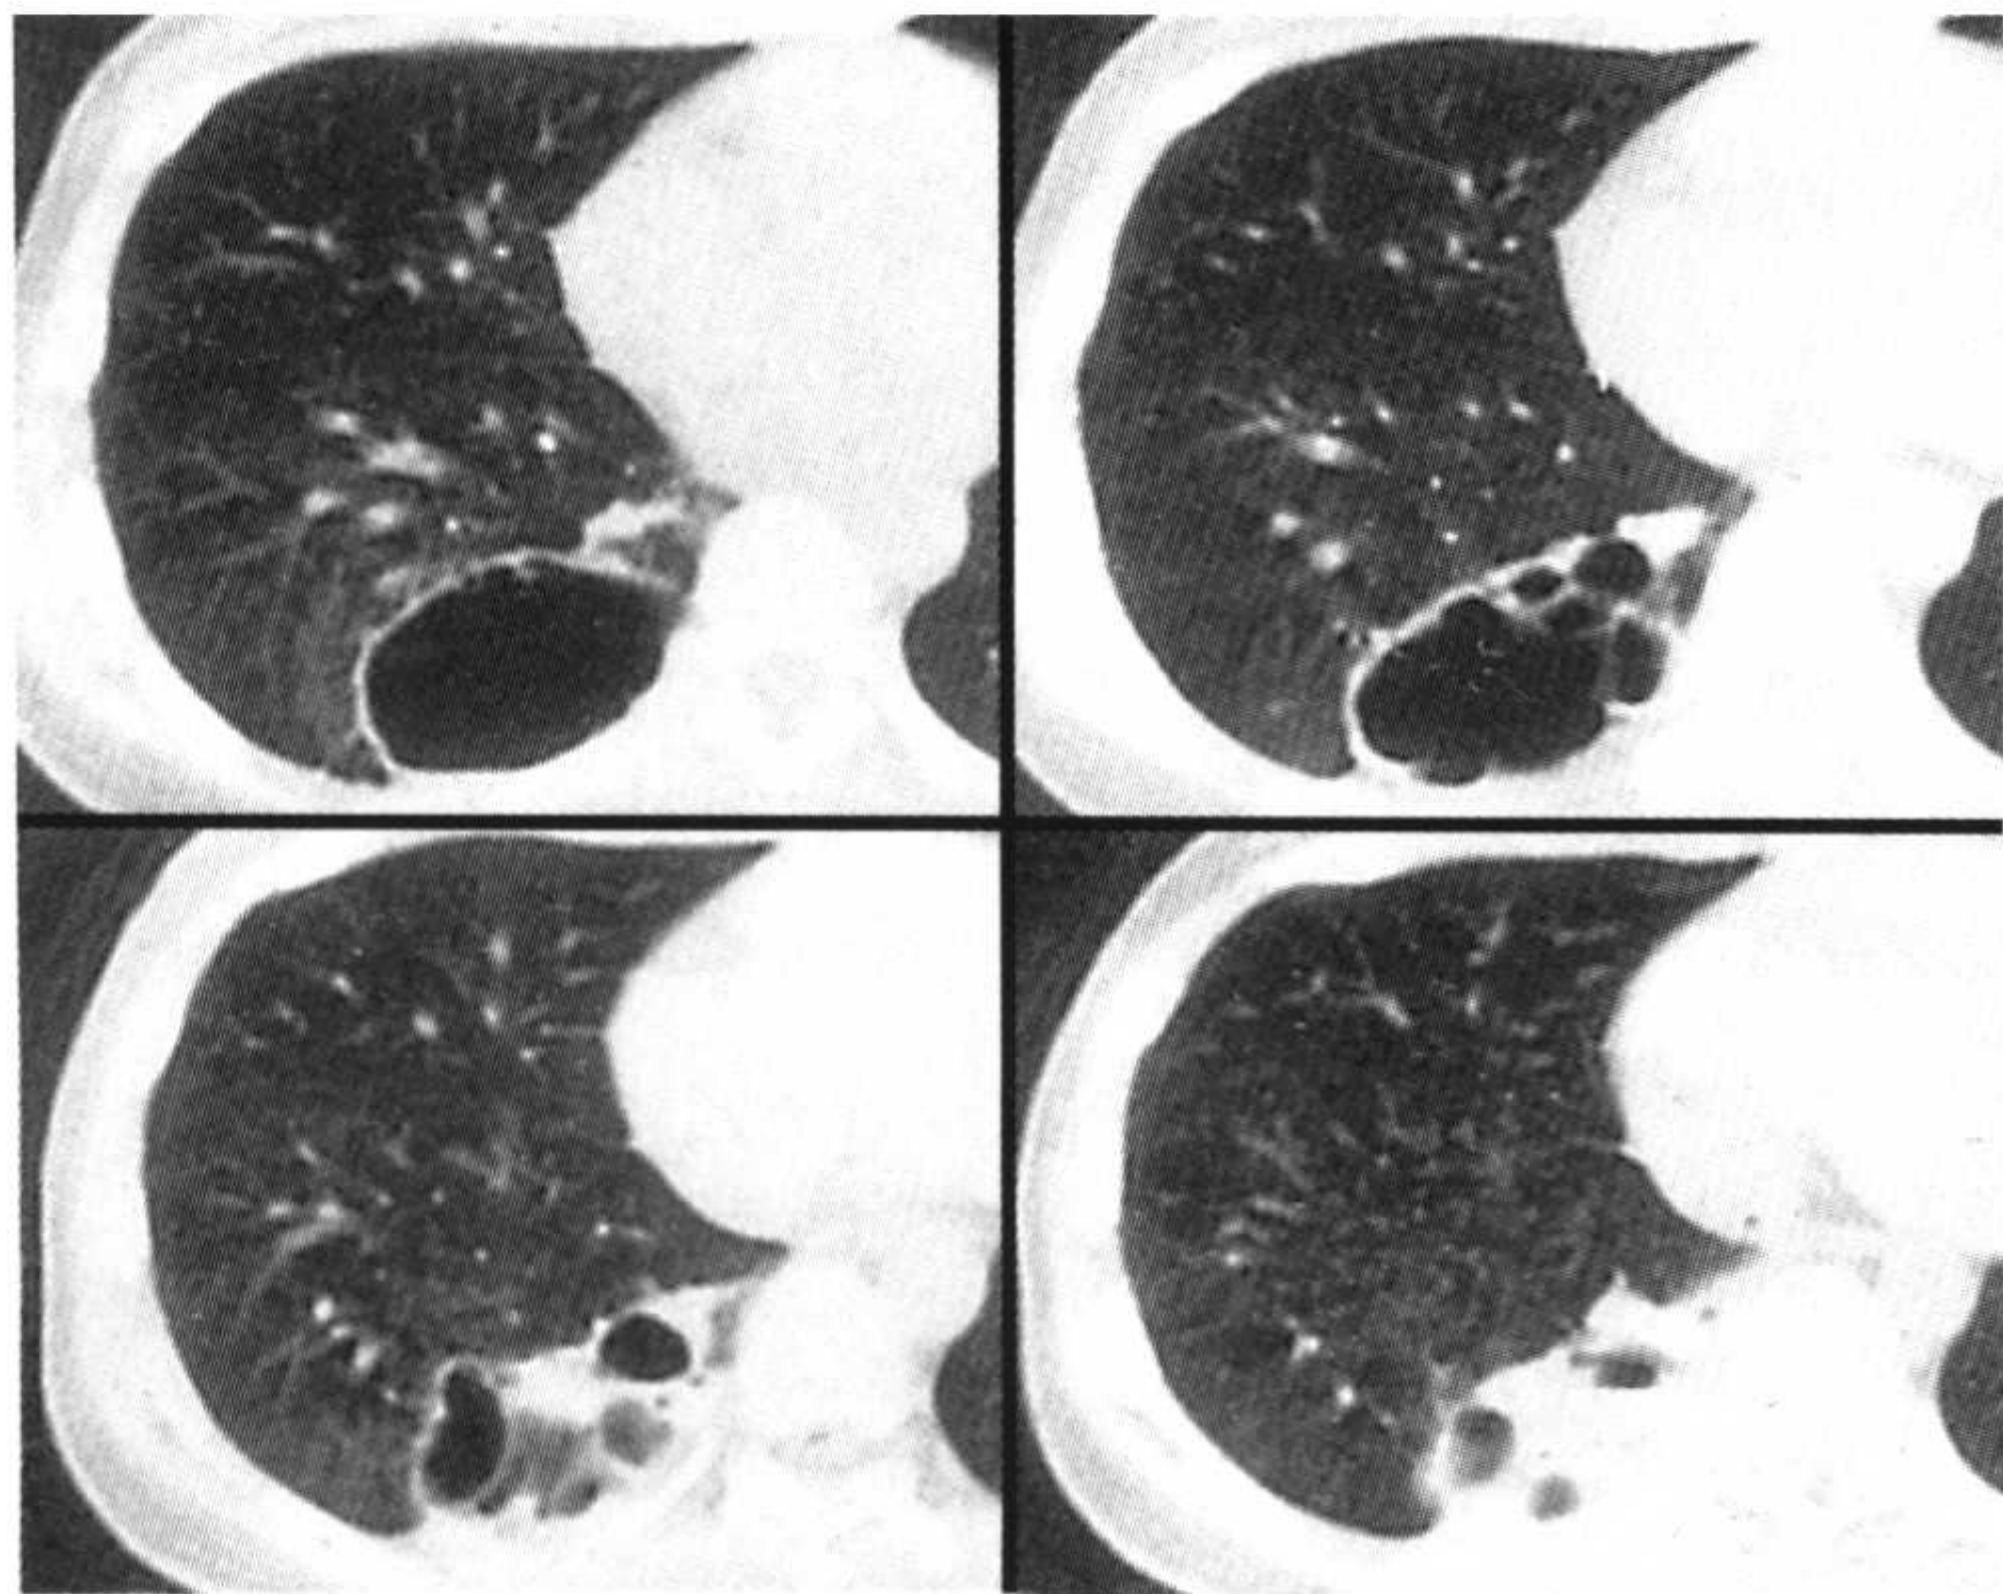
肺内型肺隔离症。CT 连续层面肺窗观察合并感染的肺内型肺隔离症,呈多房性囊泡,其内可见气液平面。
